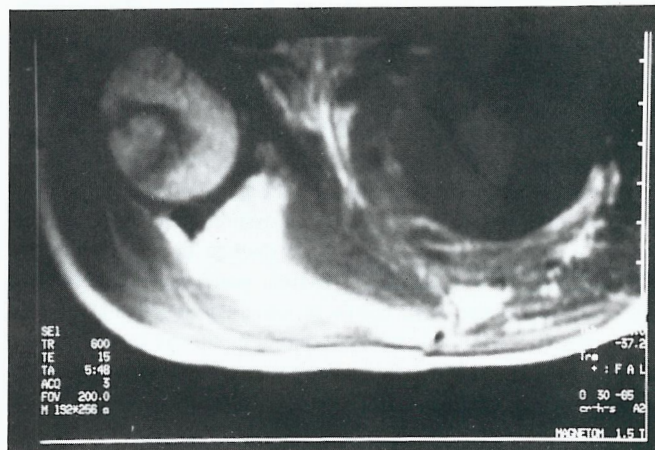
RM do ombro direito (corte sagital).
